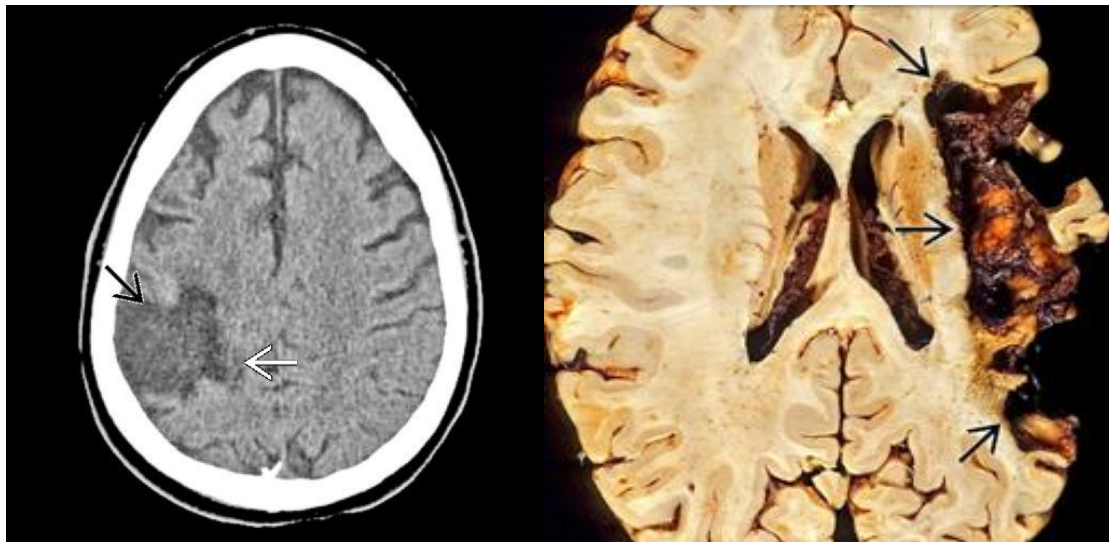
Corte de TC evidenciando lesão focal hipodensa, respeitando limites vasculares, característica de AVE isquêmico crônico (esq.), peça de necropsia mostrando aspecto macroscópico da lesão do AVE isquêmico.
